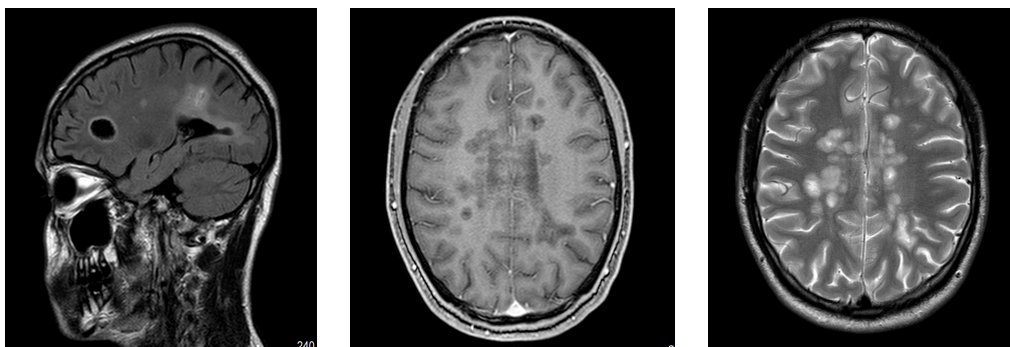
МРТ-изображения в режимах T2 ВИ и FLAIR, 06.11.2020
